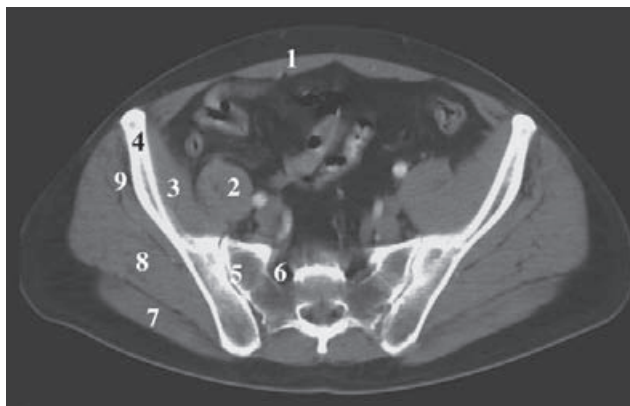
TC axial de la cavidad pélvica a nivel de las articulaciones sacroilíacas. 1) Músculo recto del abdomen. 2) Músculo psoas. 3) Músculo ilíaco. 4) Ilion. 5) Articulación sacroilíaca. 6) Agujero sacro anterior. 7) Músculo glúteo mayor. 8) Músculo glúteo mediano. 9) Músculo glúteo menor.
